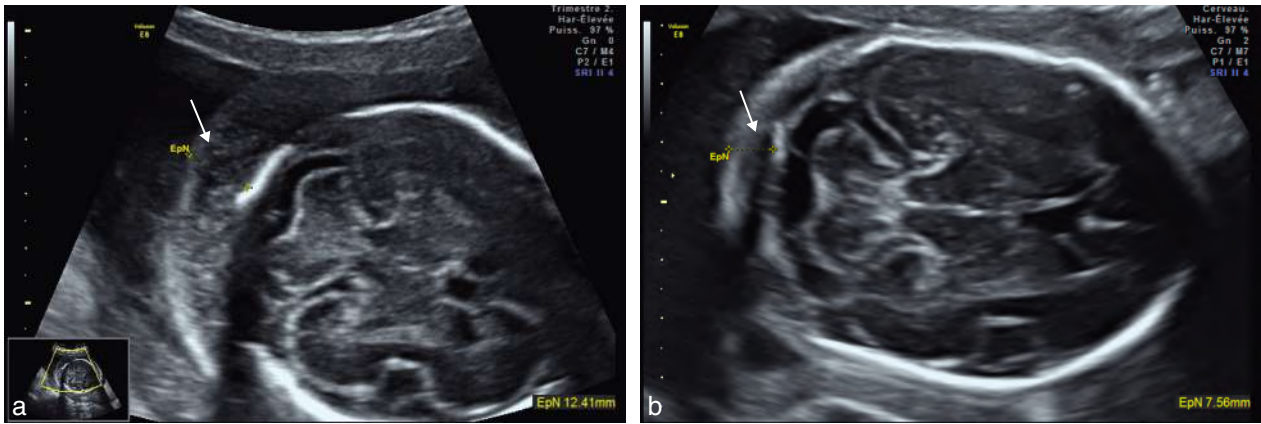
Nuque épaisse. a. 23 SA. Nuque épaisse (→) dans un contexte d'anasarque fœtoplacentaire. b. 24 SA. Échographie de dépistage. Nuque épaissie : 7,5 mm (→).
